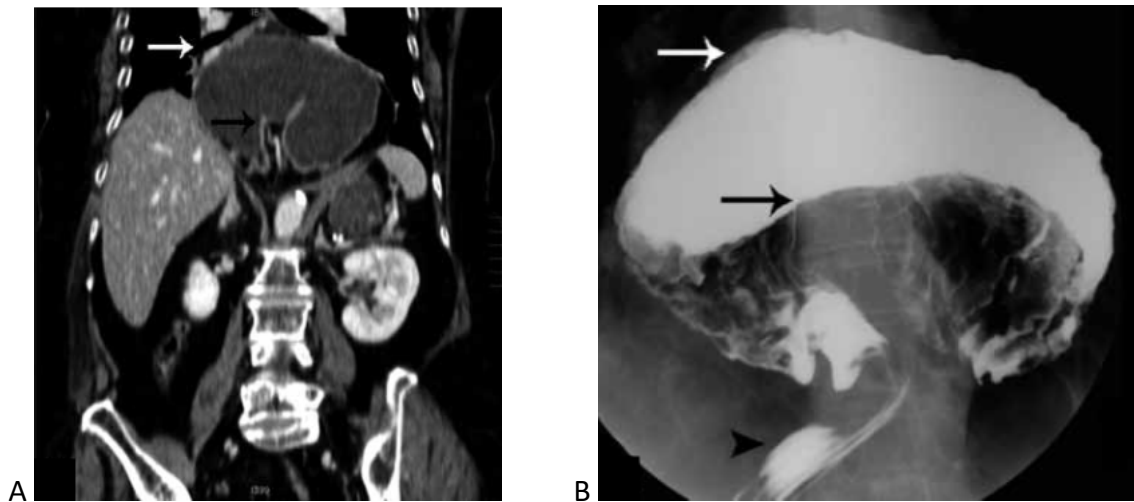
TC toracoabdominal con contraste coronal (15A) y estudio baritado (15B) en paciente con hernia hiatal gigante con estómago intratorácico y rotación gástrica órgano-axial. La curvatura mayor del estómago (flecha blanca) se sitúa superior a la curvatura menor (flecha negra).²¹
